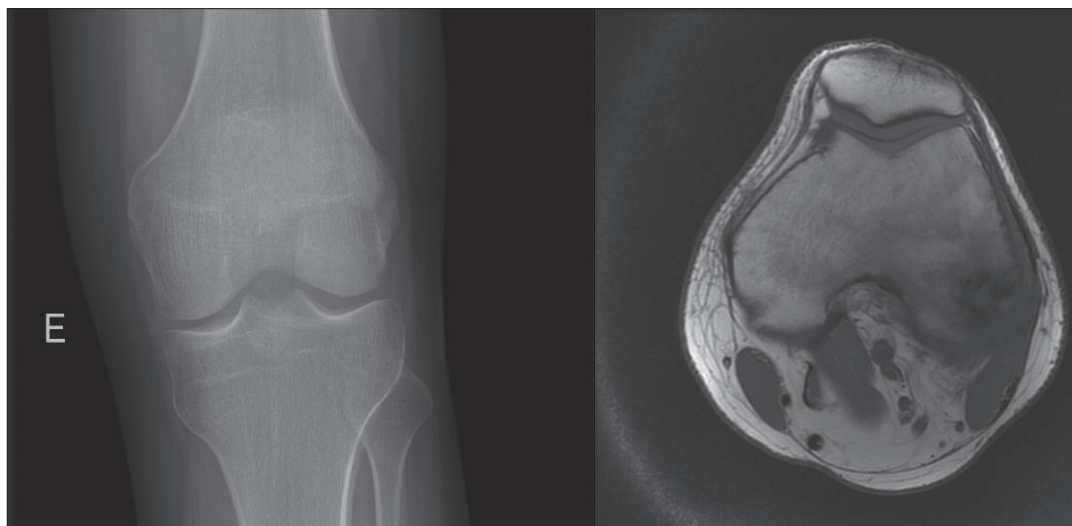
Клиническое наблюдение 2. Рентгенологическая картина и магнитно-резонансная томограмма в режиме T1 очага поражения в бедренной кости
